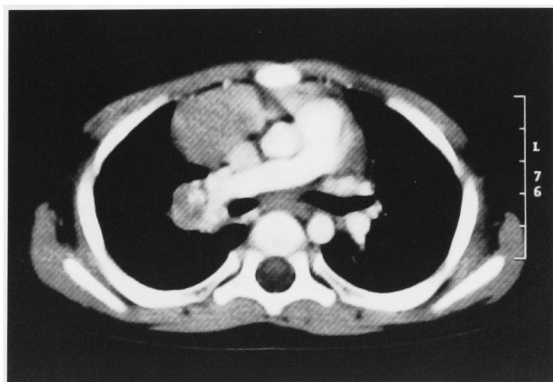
CT demonstrates a large rim enhancing right hilar lymph node, probably compressing the right upper bronchus in one year-old girl (the same patient of Fig. 3).
